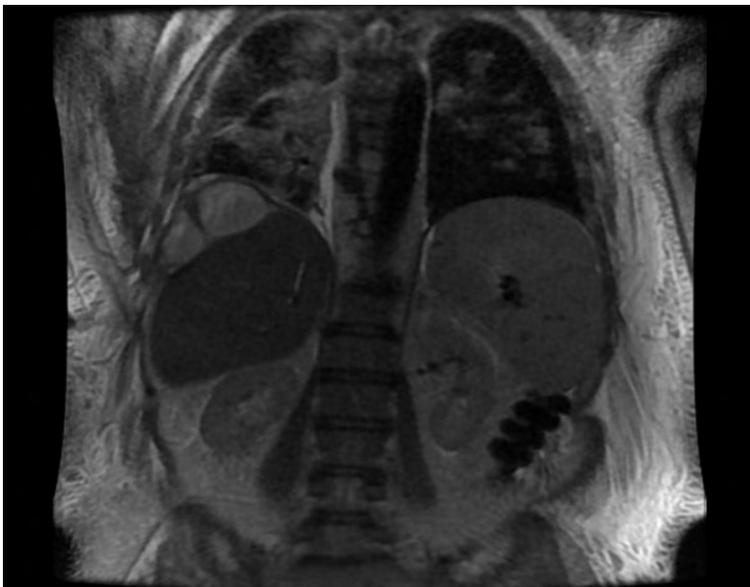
RMN - Corte Coronal – Bilioma.
